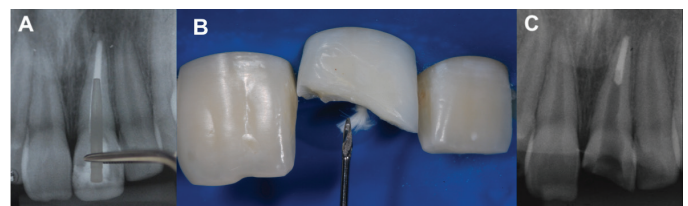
A. seleção do retentor de fibra de vidro por meio da radiografia periapical, B. Alívio do canal radicular com brocas do tipo Gates-Glidden, C. Radiografia final após o preparo intraradicular.
